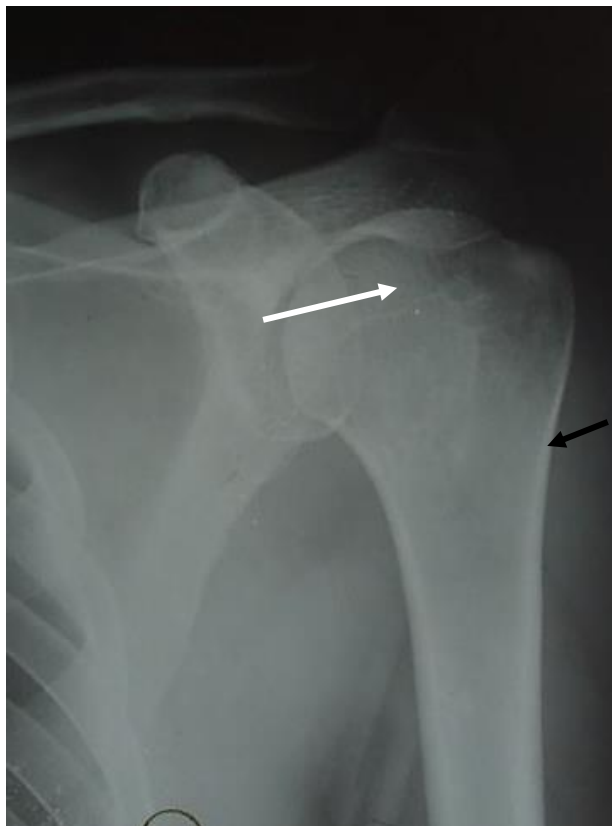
Рентгенограмма плечевого сустава в прямой проекции. Компактная кость (черная стрелка). Спонгиозная кость (белая стрелка)
